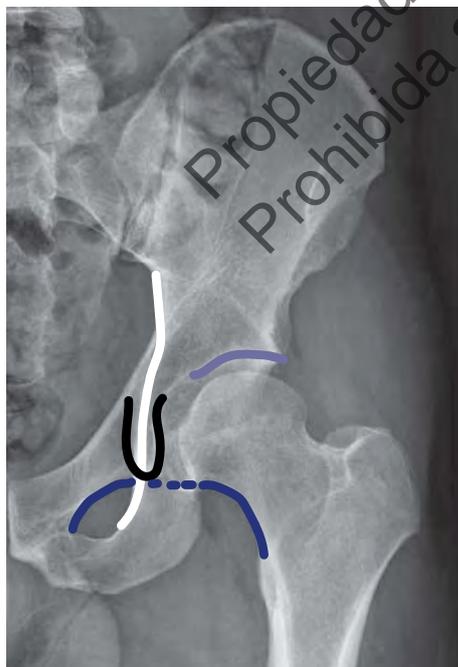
Radiografía AP de cadera izquierda en la que se observan: techo acetabular (*azul claro*), línea ilioisquiática (*blanca*), imagen en lágrima (*negro*) y arco de Shenton (*azul oscuro*).
